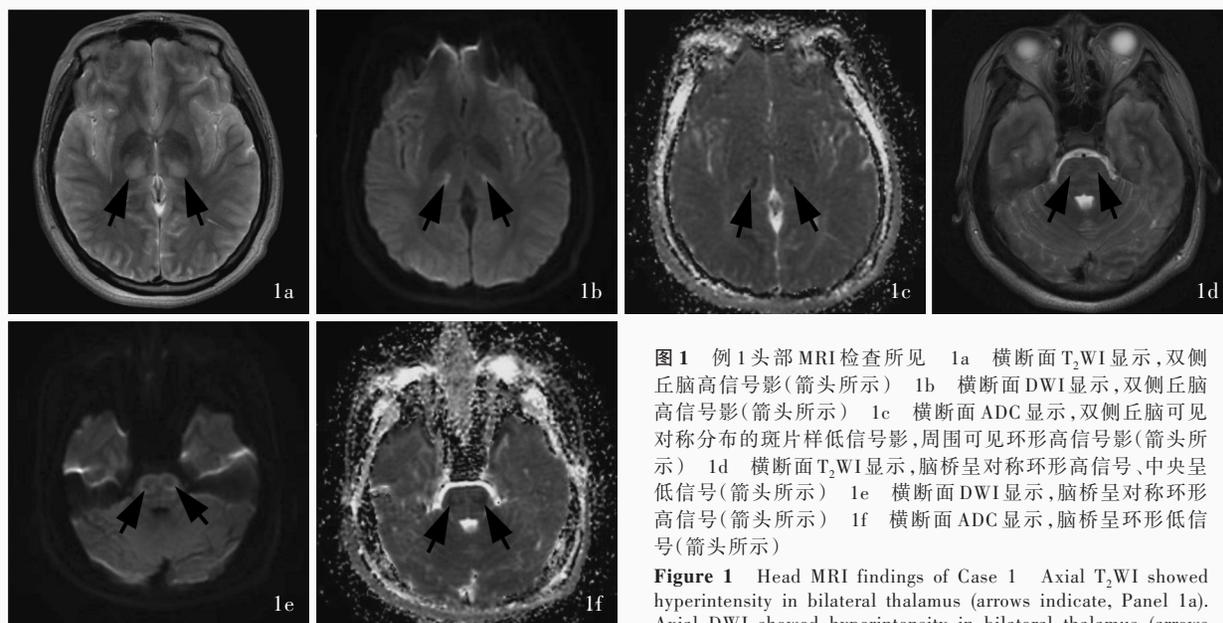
例1头部MRI检查所见 1a 横断面T₂WI显示,双侧丘脑高信号影(箭头所示) 1b 横断面DWI显示,双侧丘脑高信号影(箭头所示) 1c 横断面ADC显示,双侧丘脑可见对称分布的斑片样低信号影,周围可见环形高信号影(箭头所示) 1d 横断面T₂WI显示,脑桥呈对称环形高信号、中央呈低信号(箭头所示) 1e 横断面DWI显示,脑桥呈对称环形高信号(箭头所示) 1f 横断面ADC显示,脑桥呈环形低信号(箭头所示)
